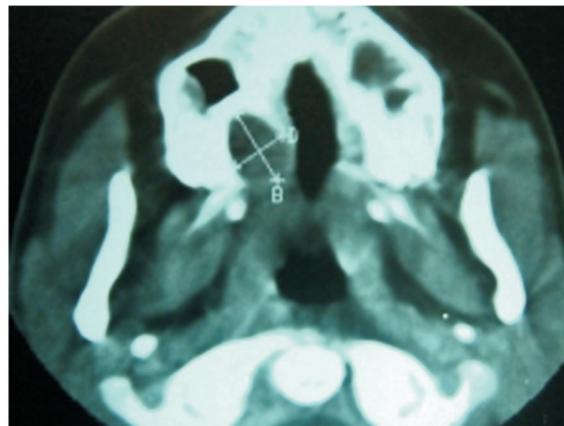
Corte axial de Tomografia Computadorizada, na qual se evidencia uma lesão de formato oval, localizada em região posterior do lado direito de palato duro. Não há evidência de invasão da cavidade nasal ou do seio maxilar do mesmo lado
